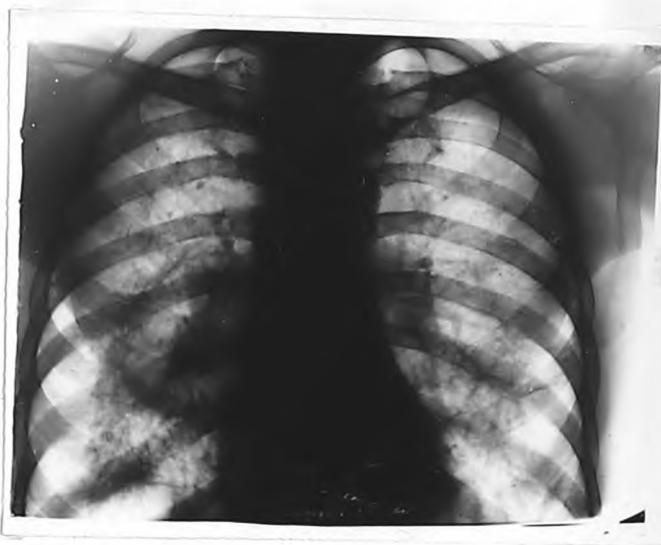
Рентгенограмма грудной клетки б-го Ш.
